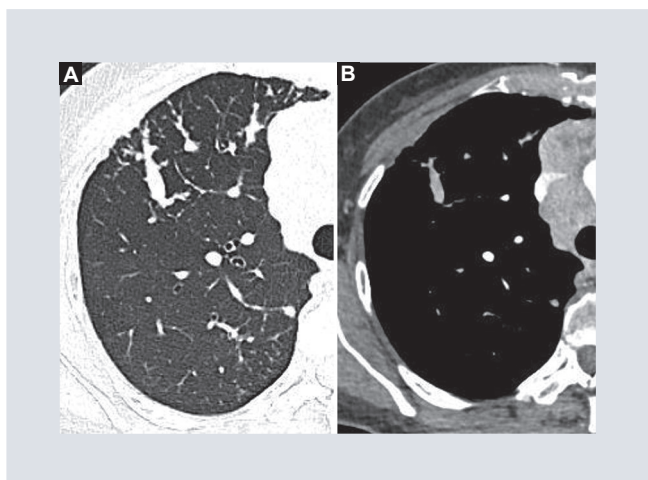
Tomografía computarizada en ventana para parénquima pulmonar y mediastino en fase arterial que muestra embolismo tumoral macroscópico. A y B: existe dilatación de las arterias segmentarias con un aspecto arrosariado y contenido hipodenso con realce heterogéneo similar a la neoplasia de origen.
